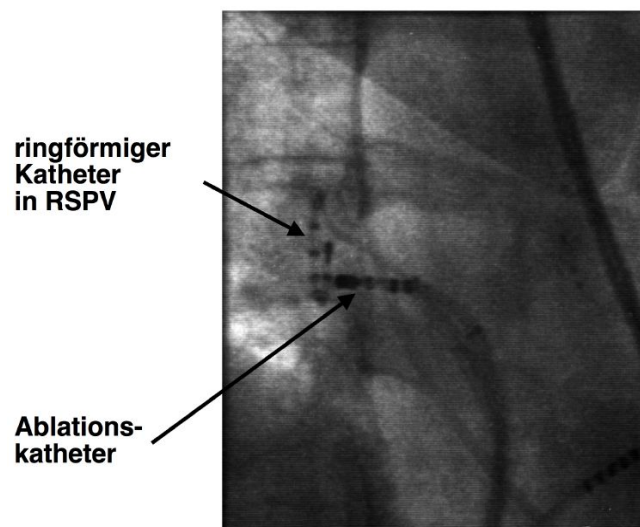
Darstellung der Katheterpositionen des ringförmigen Katheters und des Ablationskatheters am Beispiel der rechten oberen Pulmonalvene im konventionellen Röntgenbild.
